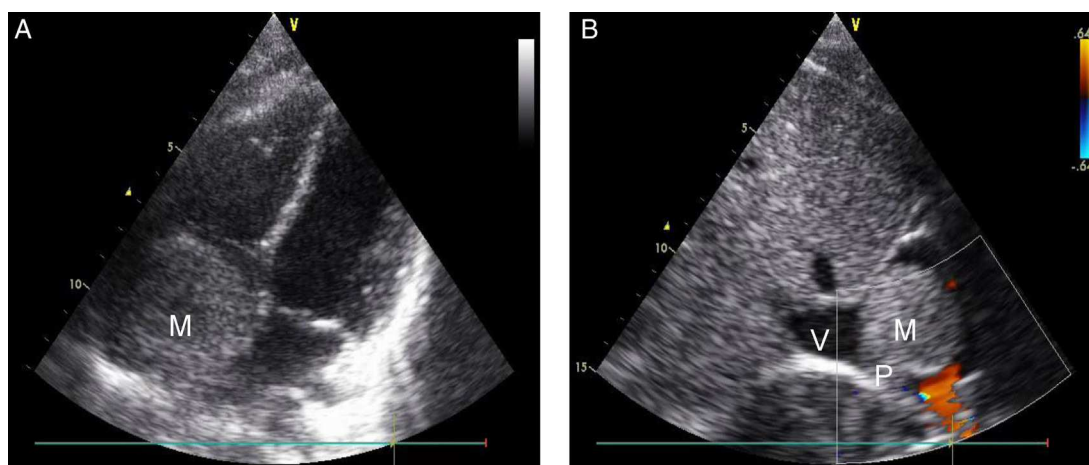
En la figura A la ecocardiografía recogiendo las 4 cámaras muestra como el mixoma ocupa la práctica totalidad de la aurícula derecha. En la figura B se observa claramente la masa pedunculada y su relación con la vena cava inferior. M: mixoma; P: pedúnculo; v: vena cava inferior.
